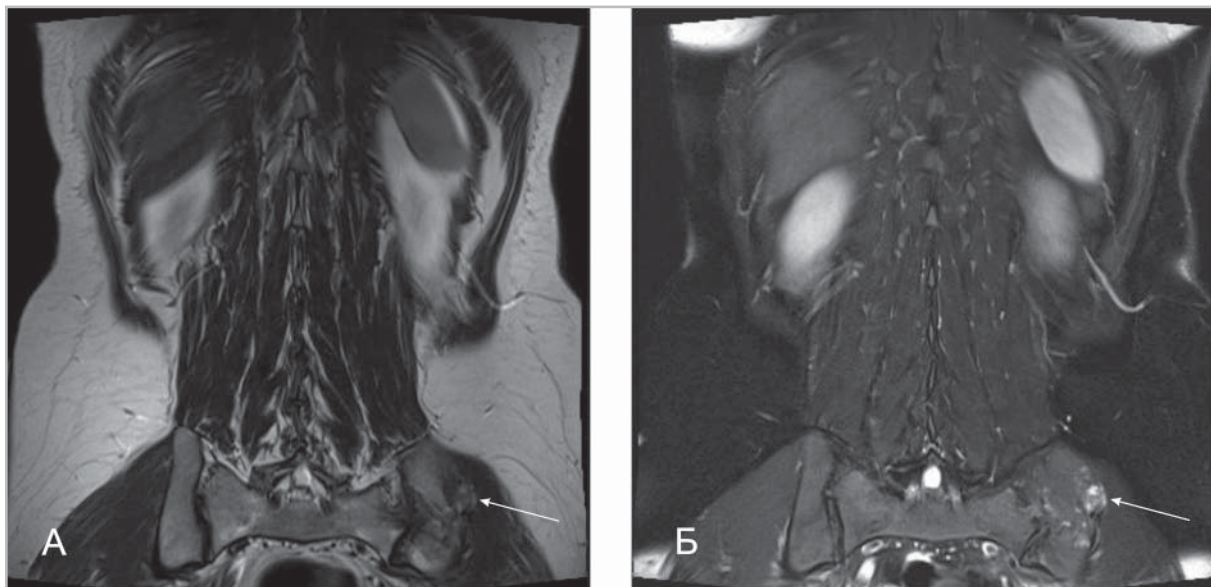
T2-взвешенное изображение (А) и T2-взвешенное изображение с подавлением МР-сигнала от жировой ткани (Б) в фронтальной плоскости. На томограммах в левой подвздошной кости определяется участок с МР-сигналом, характерным для хрящевой ткани – энхондрома (показана стрелками).
